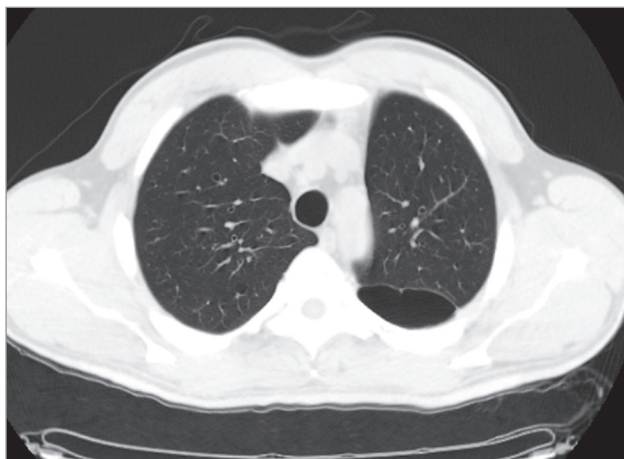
Булла в верхней доле левого легкого. Компьютерная томография в аксиальной проекции
